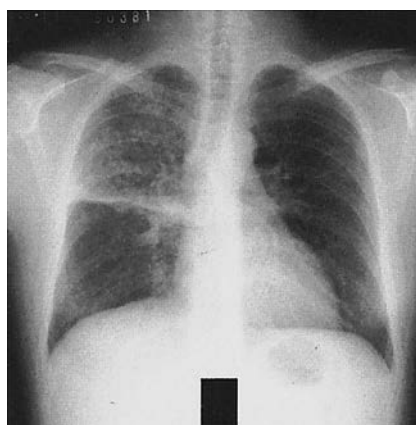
マイコプラズマ肺炎の胸部単純 X 線写真と CT 写真
